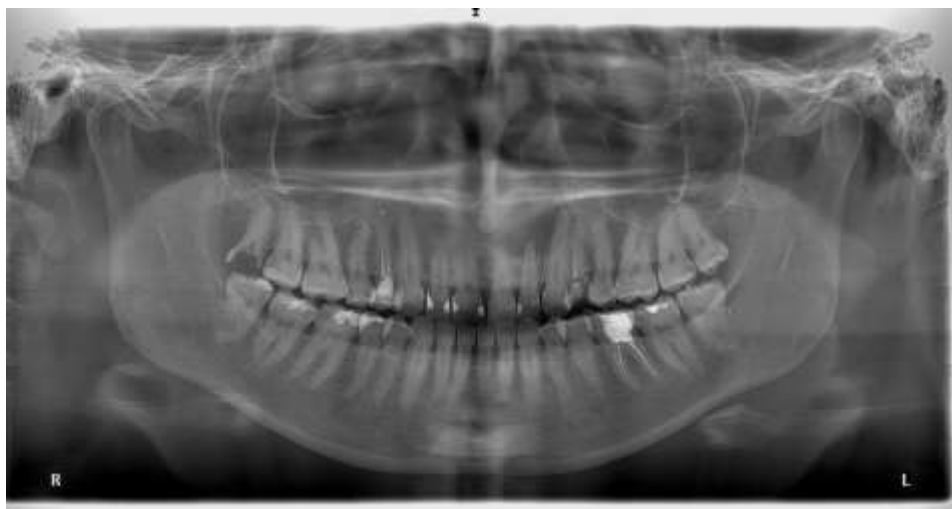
Панорамна рентгенограма тієї ж пацієнтки. Кістозна порожнина охоплює верхівки 21,22,23 зубів. У даному випадку зуби 21,22, 23 – інтактні.
